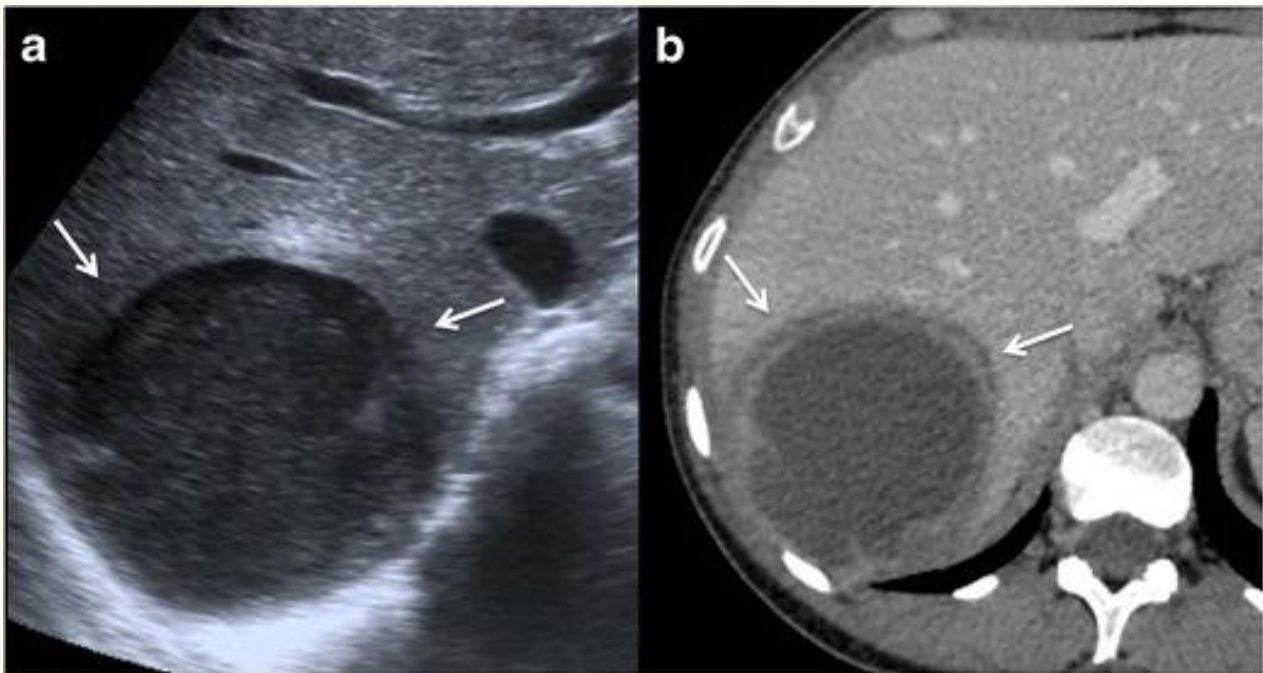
Absceso hepático amebiano. a Imagen de ecografía axial que muestra una lesión hipoeoica redondeada, bien definida, de paredes gruesas, localizada en el lóbulo hepático derecho (flechas). Obsérvese el realce acústico posterior que provoca una naturaleza parcialmente quística. b Imagen axial de una TC con contraste del mismo paciente que en la figura a, que muestra una gran masa quística con paredes sólidas en el lóbulo hepático derecho. Nótese el engrosamiento realzado de la pared de la lesión y el edema perilesional (flechas). El paciente tenía serología positiva para *E. histolytica* (anticuerpos IgG) y se encontraron quistes amebianos en las heces. El paciente fue tratado con éxito con fármacos amebicidas con resolución completa del absceso hepático.
